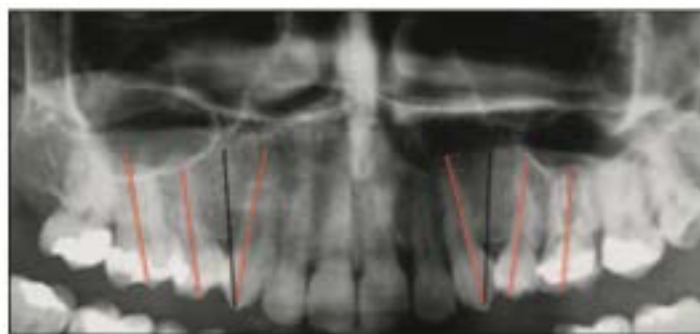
Radiographie panoramique et axes radiculaires incorrects(32)
